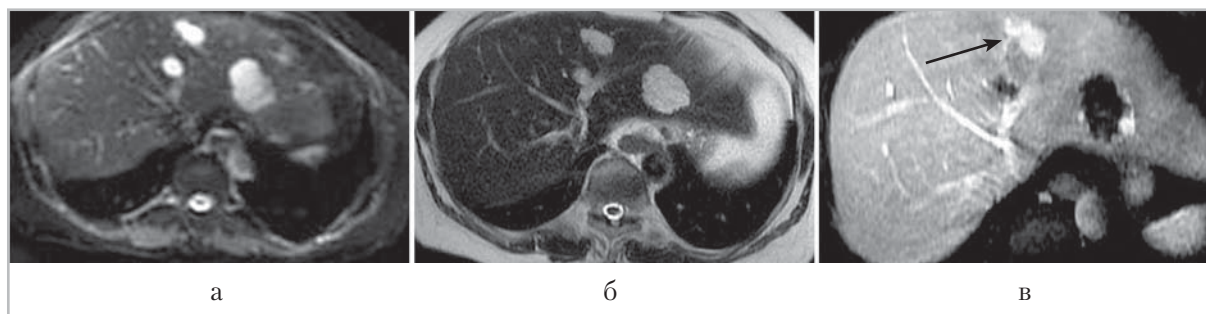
Магнитно-резонансные томограммы печени в аксиальной проекции. Гемангиомы и печеночноклеточная аденома. На ДВИ очаги с однородным сигналом (*а*). На T2 SSFSE ВН ASSET ВИ в 3, 4-а и 4-б сегментах визуализируются гиперинтенсивные очаги с четкой очерченностью (*б*). Во время гепатоспецифической печеночной фазы LAVA 10 мин ВН FSSET с контрастным веществом примовист визуализируются четкие границы 2 образований, практически не поглощающих контрастное вещество (гемангиомы), и 1 образование с гиперинтенсивным сигналом (*стрелка*) — печеночно-клеточная аденома (*в*)
